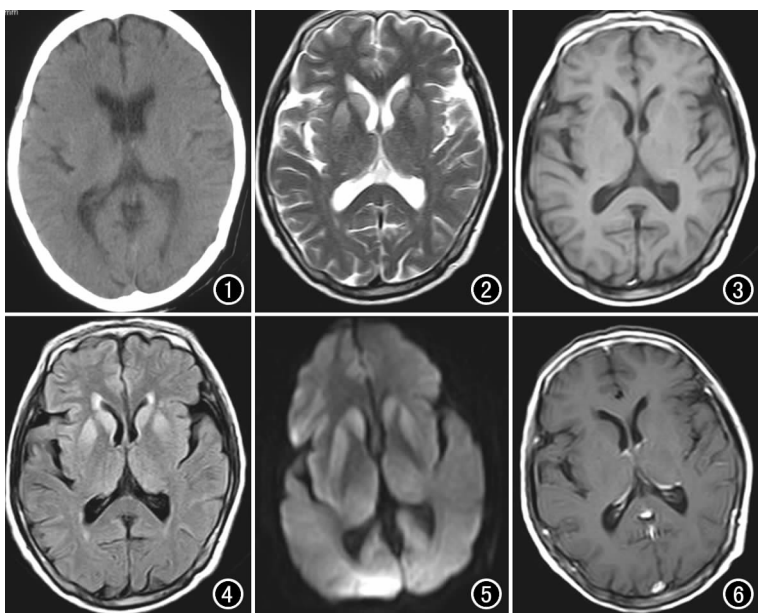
CT 示双侧尾状核头部、壳核呈对称性略低密度, 边缘模糊。
